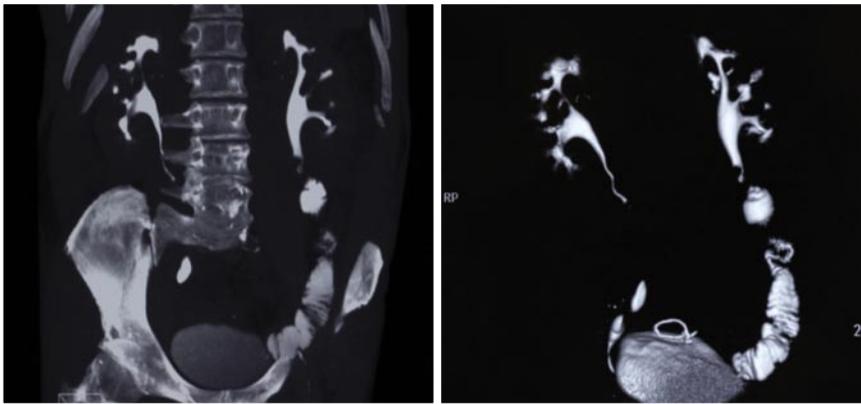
Снимки компьютерной томографии с 3D-моделированием: левый мочеточник проходим на всем протяжении (30.10.2012 г.)
